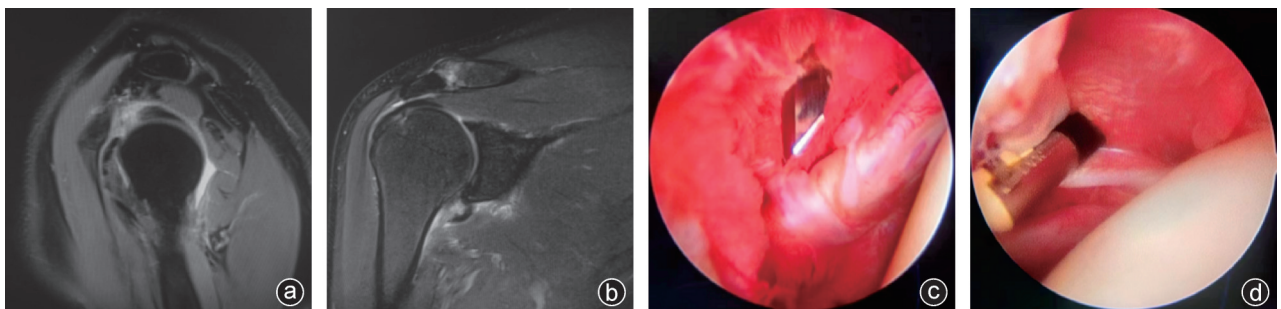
病人,男,60岁,因“右肩关节疼痛伴活动受限4个月”入院,行关节镜下肩关节松解及PRP注射治疗 a:术前MRI斜冠状位片可见肩袖间隙肿胀;b:术前MRI冠状位片示腋囊增厚;c:术中镜下见孟肱关节内滑膜充血水肿,炎性增生明显;d:肱二头肌长头腱炎症反应明显
